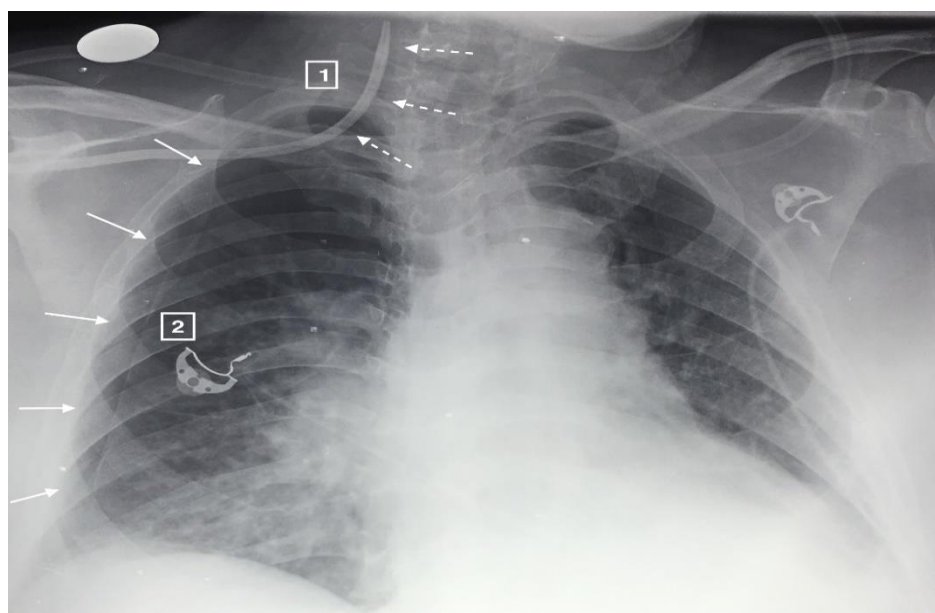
Radiographie de thorax de face faite au lit d'un patient en réanimation polyvalente du CHUB chez qui durant la période d'étude un cathétérisme veineux central a été réalisé, montrant : [1] flèches discontinues- un trajet aberrant ; [2] flèches pleines- un décollement pleural (pneumothorax) droit de moyenne abondance
